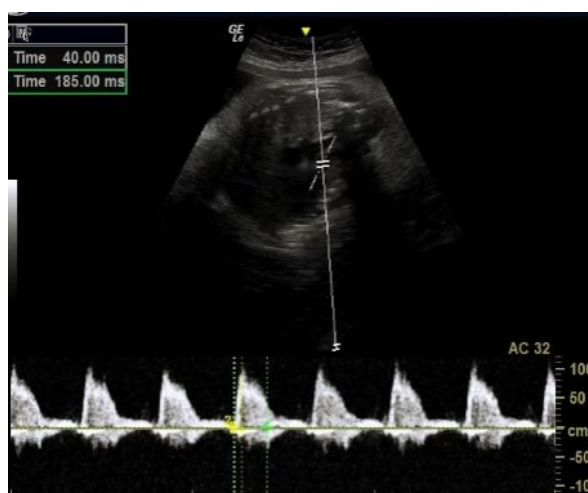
Doppler flow velocity curve of fetal main pulmonary artery AT value 40 ms, ET value 185 ms
